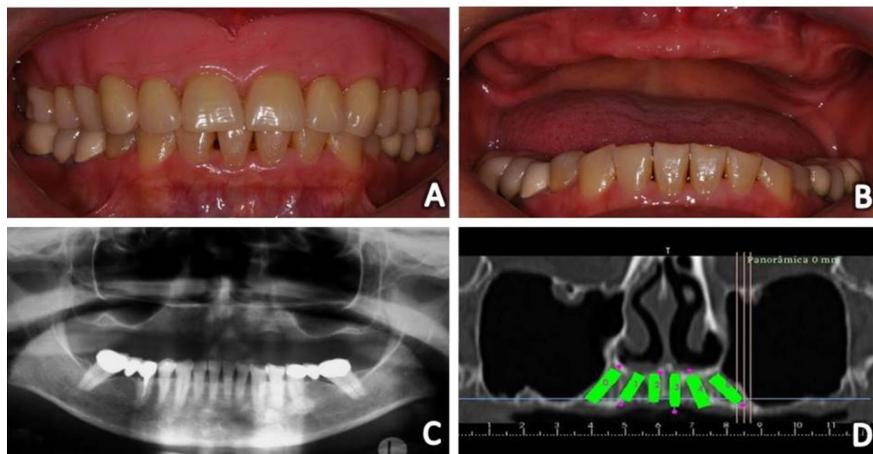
Características pré-operatórias da paciente: A - Foto clínica frontal intra-oral, ilustrando a prótese total; B - Foto clínica frontal intra-oral mostrando o rebordo alveolar da maxila; C - Radiografia panorâmica com presença de reabsorção óssea severa na região do seio maxilar; D - Corte panorâmico da Tomografia Computadorizada Feixe Cônico, planejamento pré-operatório da instalação dos implantes.
